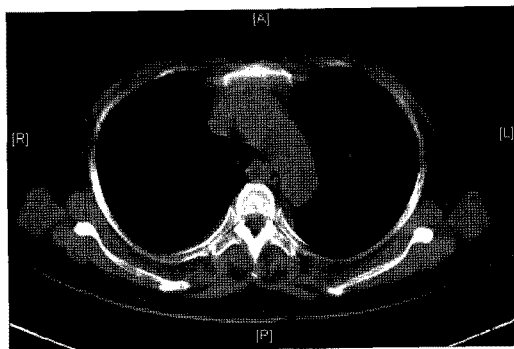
Computed tomography showing a polypoid mass arising in the membranous portion of trachea.
